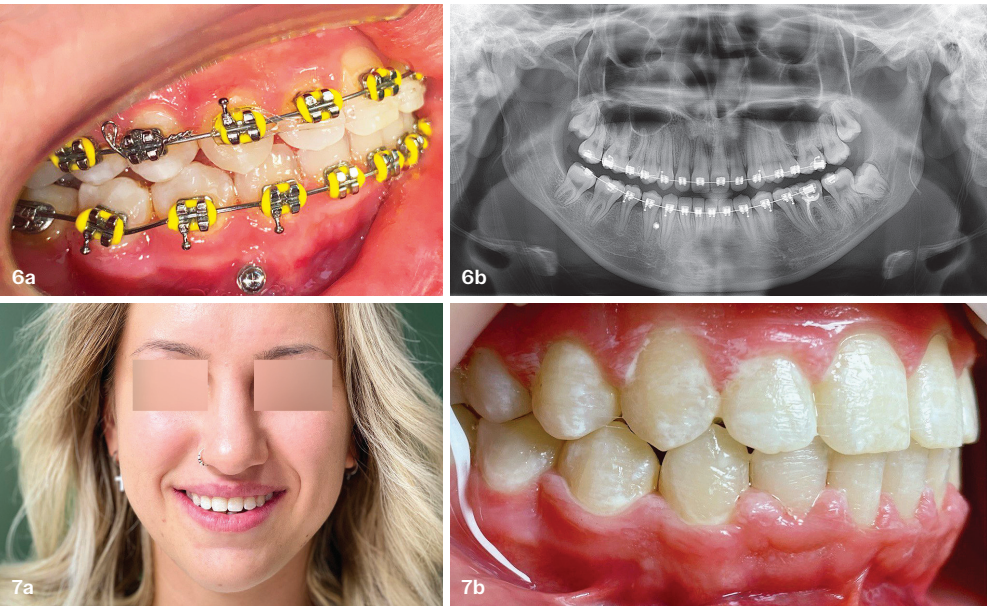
+b: Radiologische und intraorale Aufnahmen während der kieferorthopädischen Behandlung: Intraorales Foto mit Brackets auf der rechten Seite und einem Mikroimplantat (a), Orthopantomogramm mit sichtbarem Mikroimplantat im vierten Quadranten (b). – Abb. 7a+b: Unmittelbar nach der Entfernung der Brackets: Porträtfoto der Patientin mit Lächeln (a), intraorale Laterallansicht rechts unmittelbar nach der Entfernung der Brackets und nach der Applikation eines fluoridhaltigen Schutzlacks.
